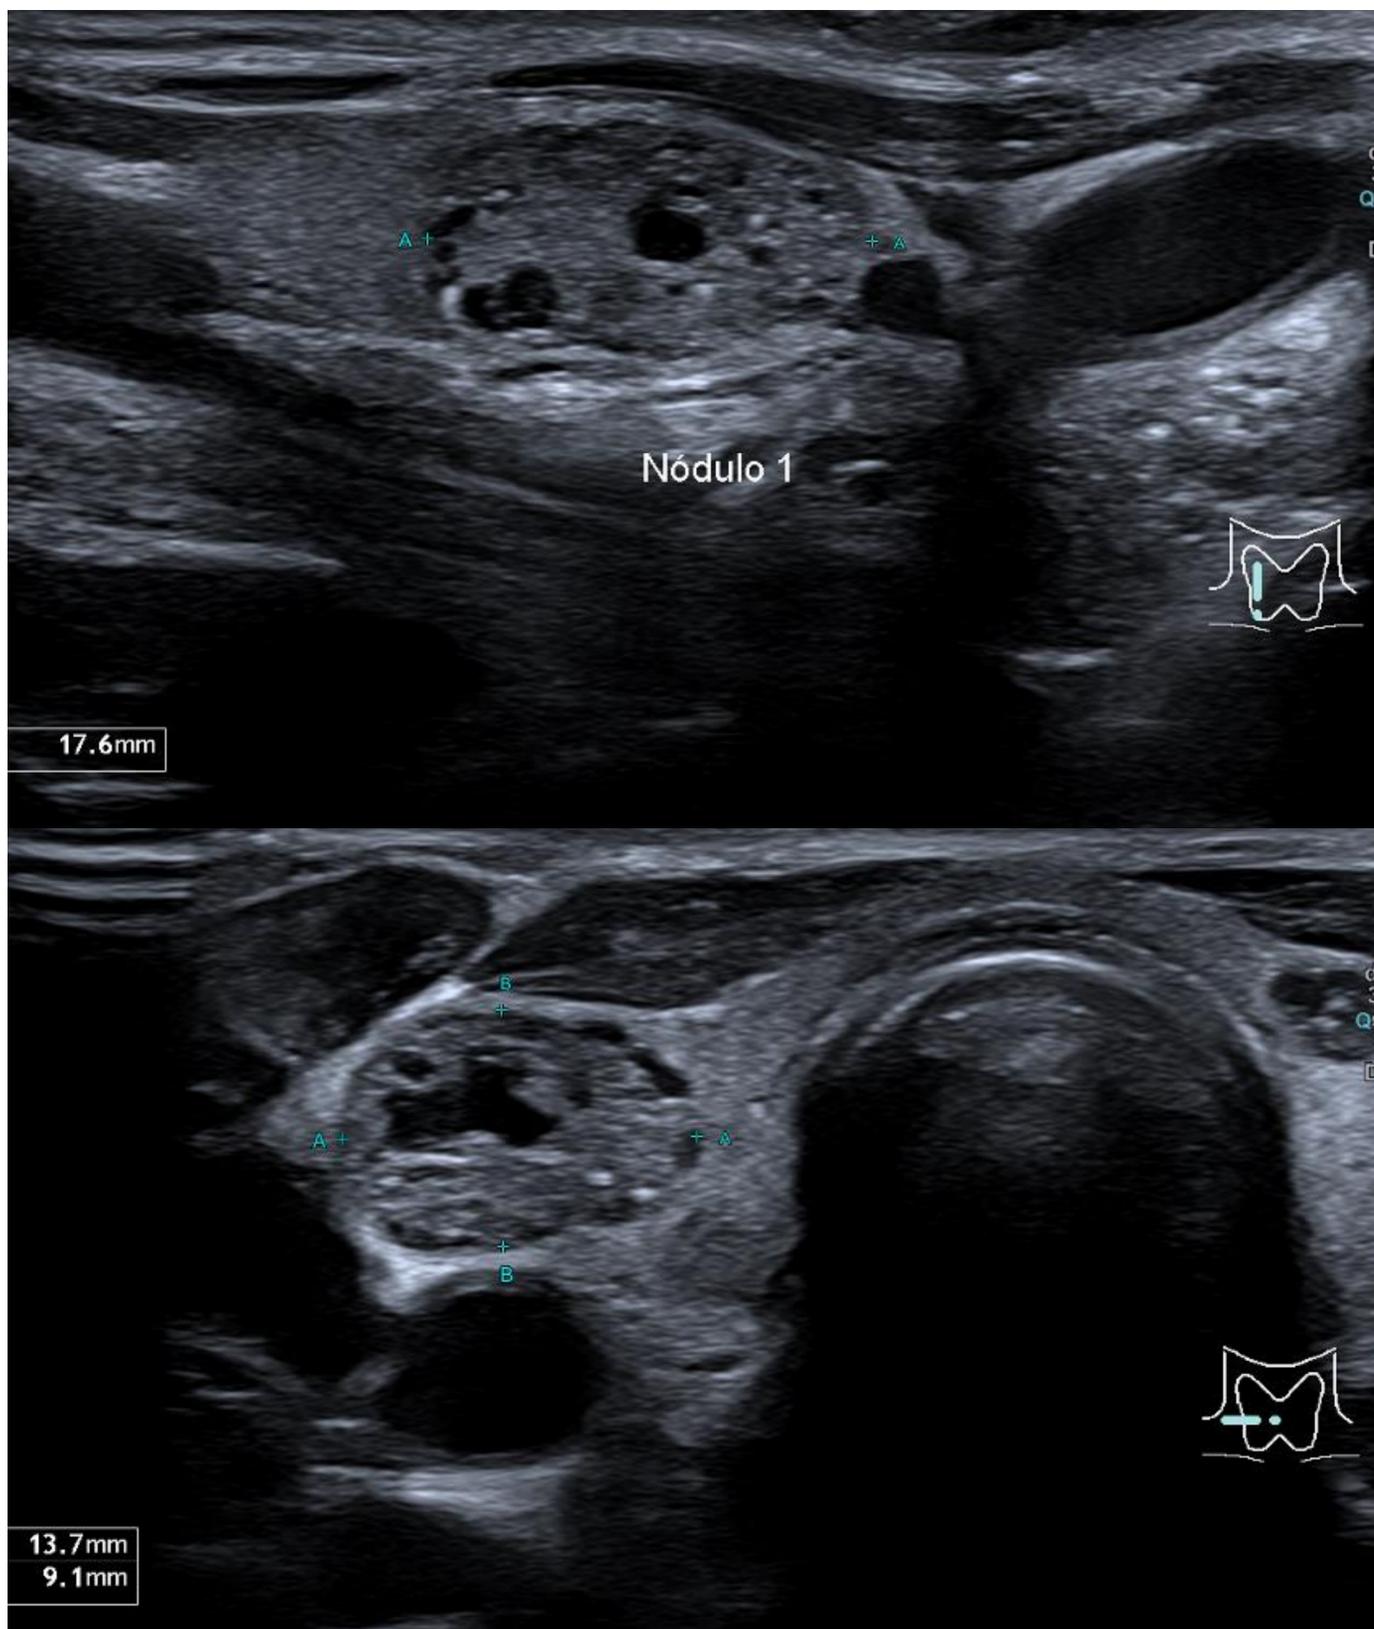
Ecografía de tiroides en mujer de 40 años con varios nódulos tiroideos, uno de ellos espongiforme → TI-RADS 1, según criterios de la ACR TI-RADS no precisa PAAF ni seguimiento
